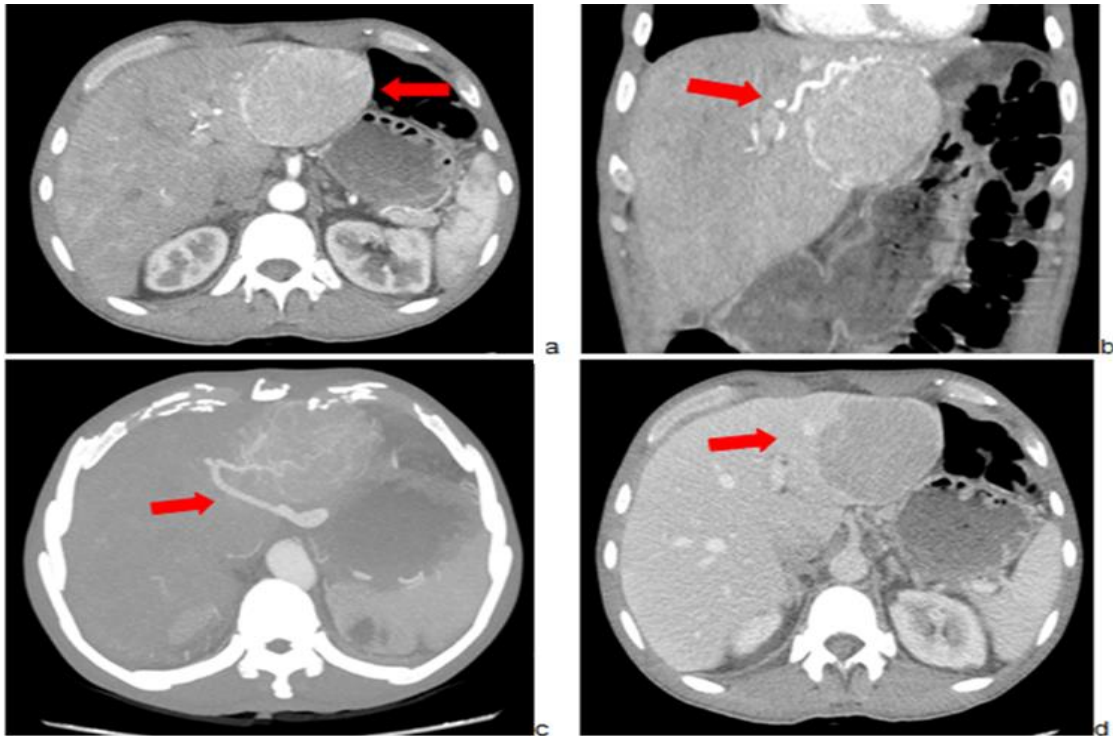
Tomografía computarizada abdominal con contraste realizada en un paciente de 63 años. Se observa un carcinoma hepatocelular en el lóbulo hepático izquierdo de 75x66x69 mm con realce en fase arterial, presencia de pseudocápsula (Figura a, flecha) y arteria nutricia (rama del tronco celíaco) (Figuras b y c, flechas) y desaparición del contraste en fase portal (fenómeno del lavado o "washout") (Figura d, flecha).
